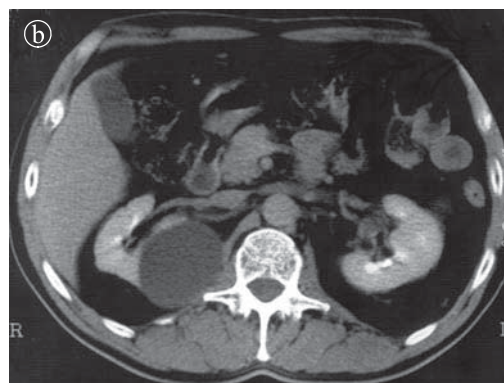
Chist renal simplu.CT a) precontrast. b) postcontrast.
